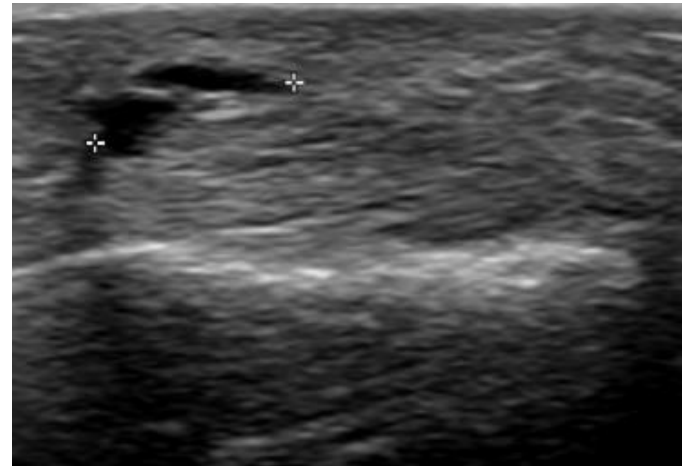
Mujer de 19 años. Ecografía de mano izquierda. Nódulo quístico ovalado avascular de 5 mm con pequeña tabicación interna en contacto con el tendón flexor del segundo dedo, correspondiente a un ganglión.
